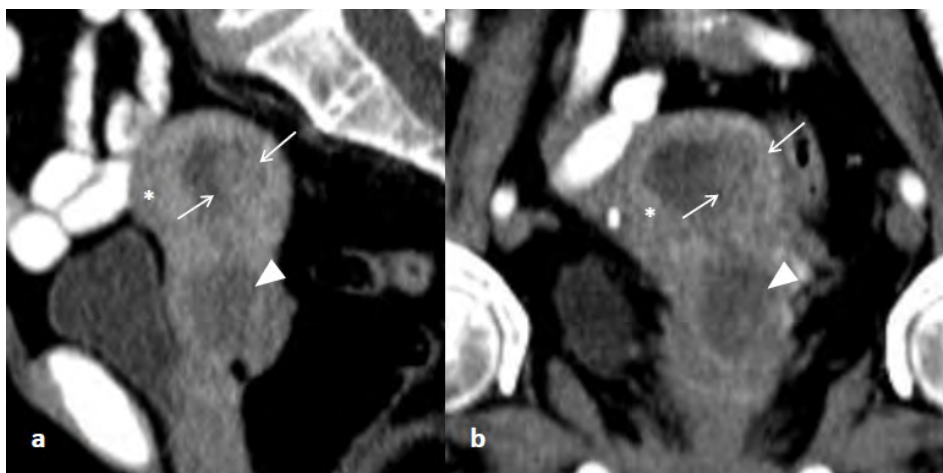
Adenocarcinoma do endométrio misto, de tipo endometrióide e seroso em examinada com 74 anos. Nas reconstruções nos planos sagital (a) e coronal (b) de TC realizada em fase venosa portal (aos 70 segundos), identifica-se padrão de captação pelo miométrio do tipo 2, homogêneo e difuso (asterisco), interrompido na vertente posterior e lateral esquerda do corpo e fundo uterinos por tumor com densidade de tecidos moles e limites irregulares (setas), que invade o miométrio a esse nível. Este tumor estende-se também ao endocolo e estroma cervical (triângulo).
